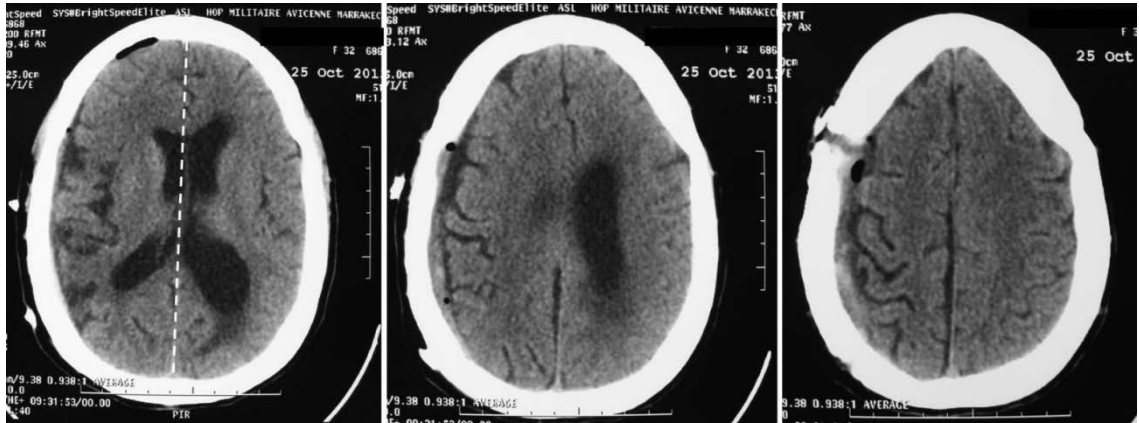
TDM post-opératoire en coupes axiales démontrant l'évacuation satisfaisante de l'HSD avec nette diminution de l'effet de masse, représentée par le retour relatif de la ligne médiane et le ventricule latéral droit à leur emplacement initial.
